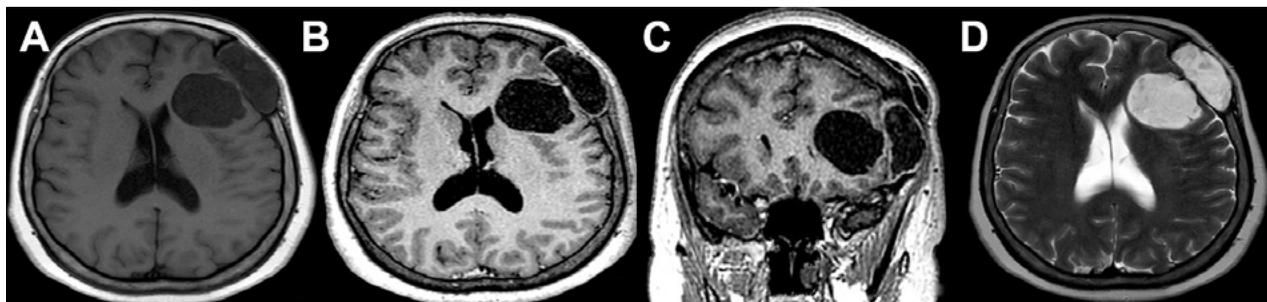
RM de cerebro. A) Secuencia T1 sin contraste endovenoso. B) y C) Secuencia T1 con contraste endovenoso. D) Secuencia T2.
